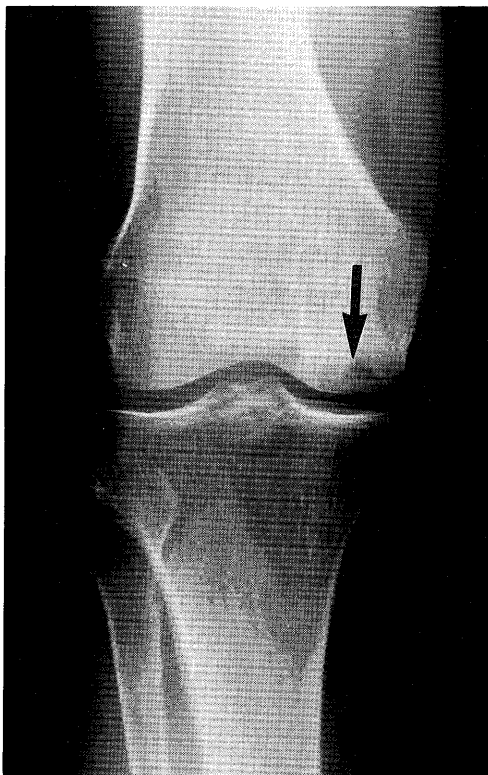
X-ray film of the knee showing a radiolucent lesion in the medial condyle of the right femur.
